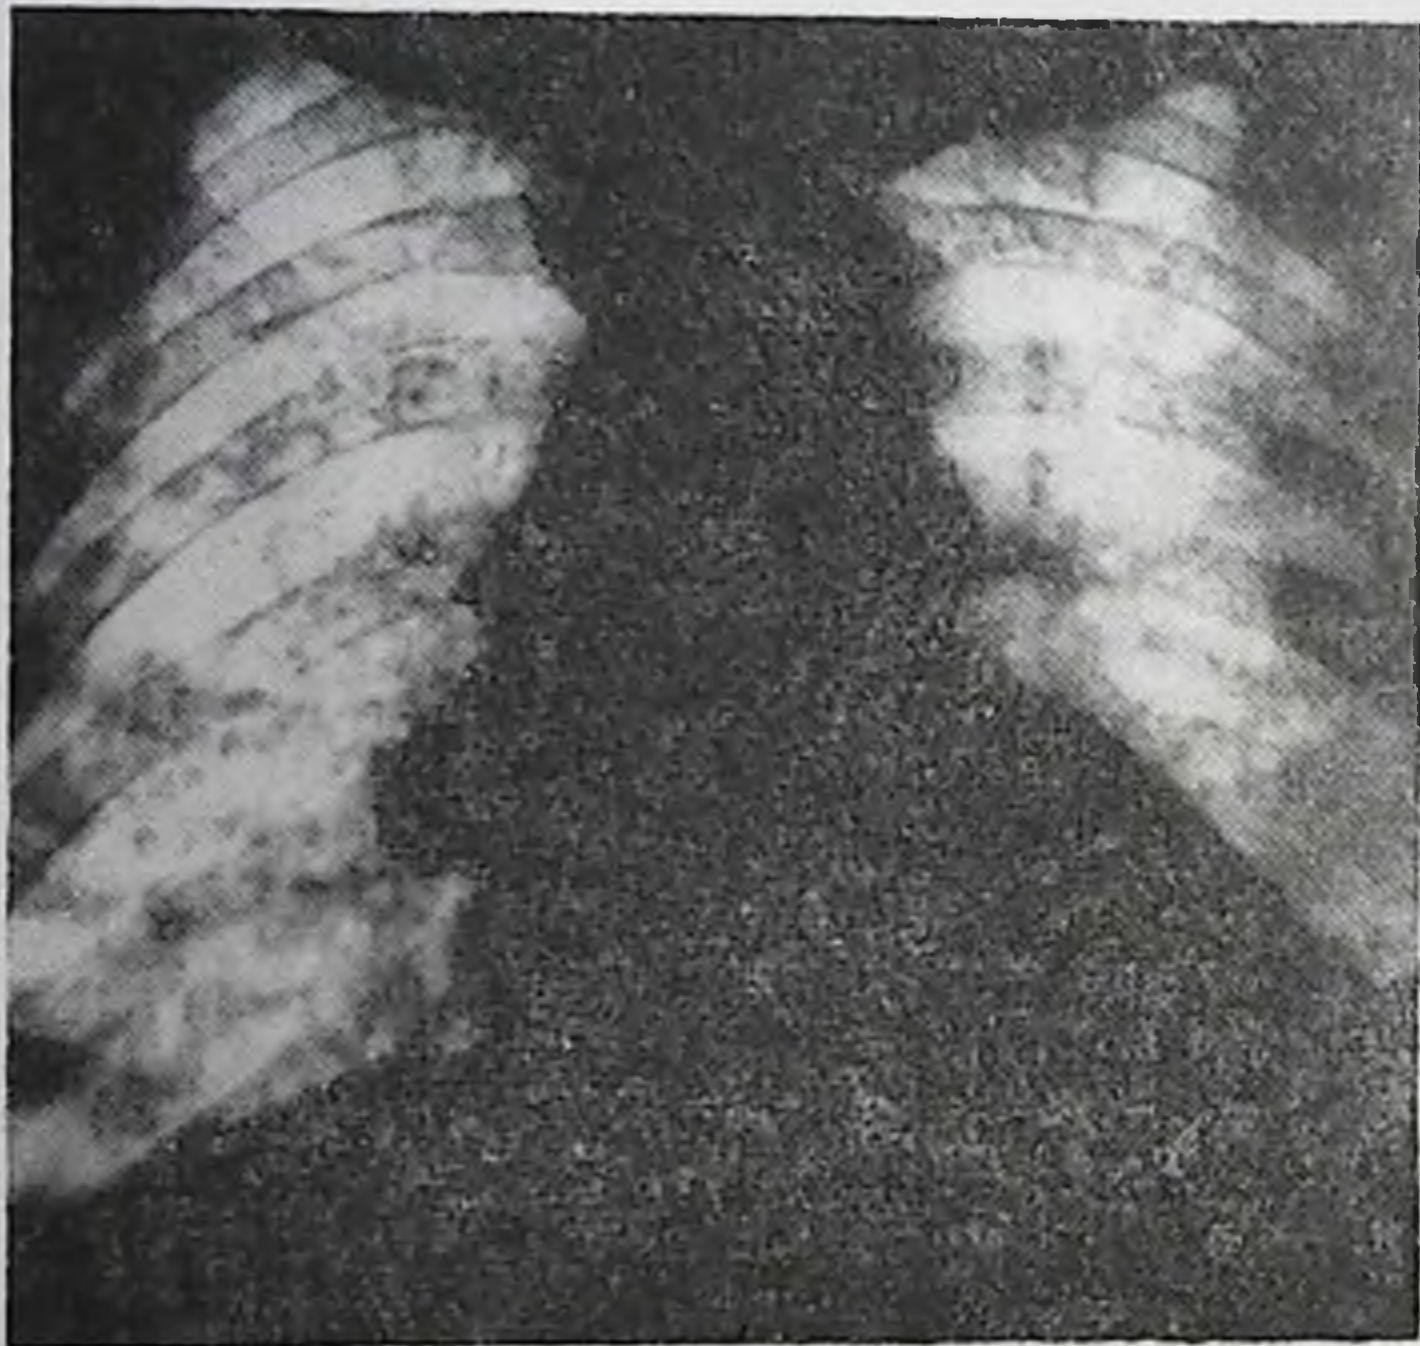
Острый лейкопенический лейкоз. На рентгенограмме легких — картина диссеминированного туберкулеза.
